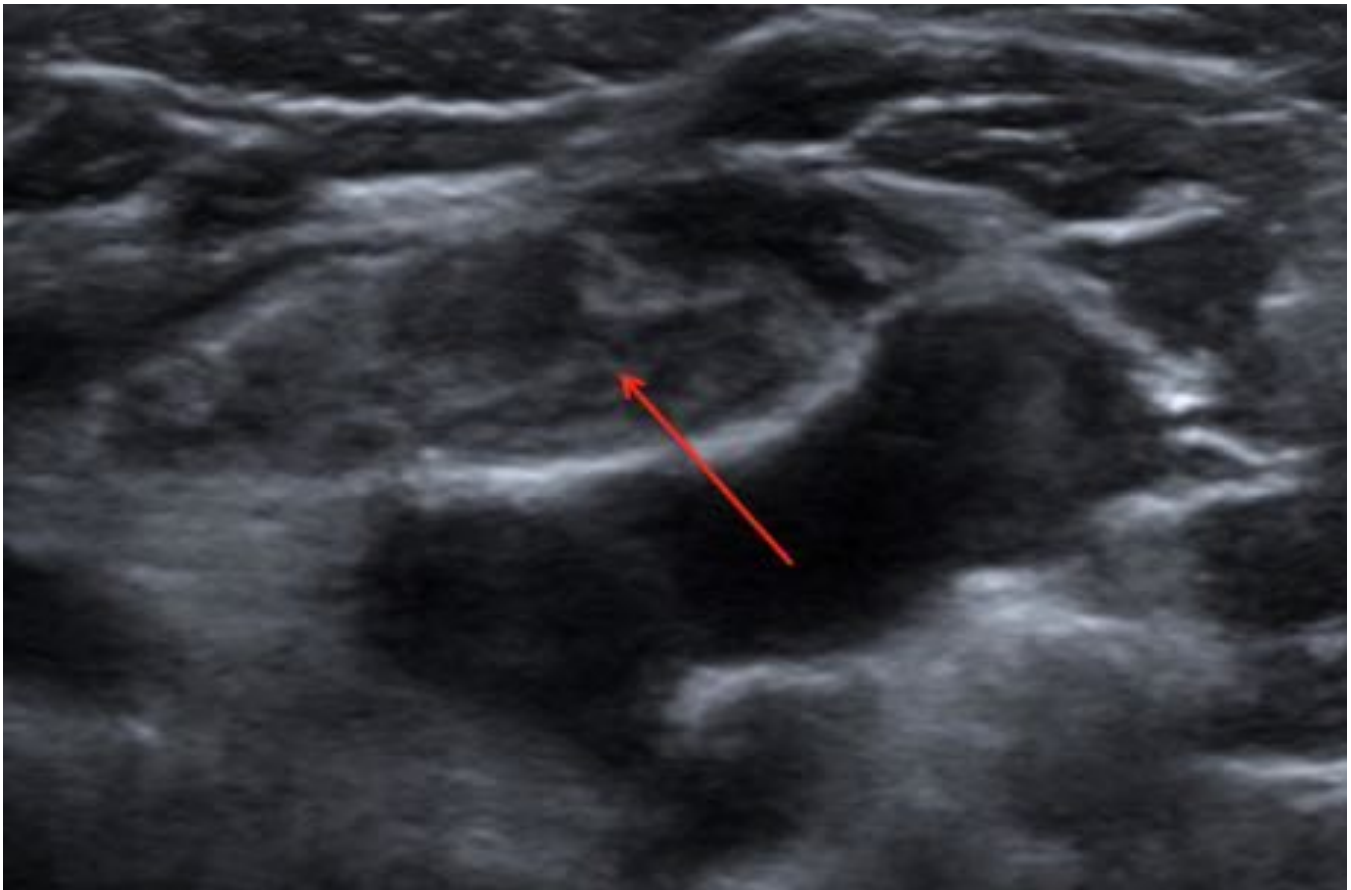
Ecografía que muestra un timo con aspecto heterogéneo, imágenes nodulares hipocogénicas en su interior que sugieren afectación secundaria por Histiocitosis.
